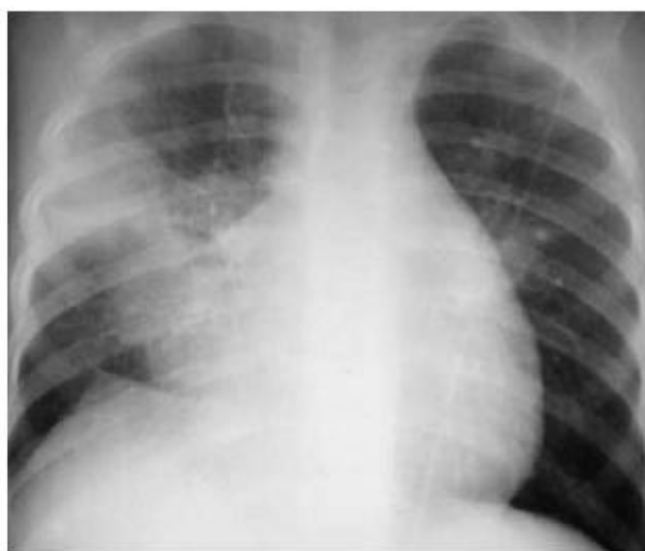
Больной С., 10 лет. ОМЛ. ИАЛ. Обзорная рентгенограмма грудной клетки. Массивные инфильтративные изменения в средних отделах правого легкого, неоднородного характера, с нечеткими контурами. Уменьшение объема правого легкого, купол правой половины диафрагмы подтянут кверху.
